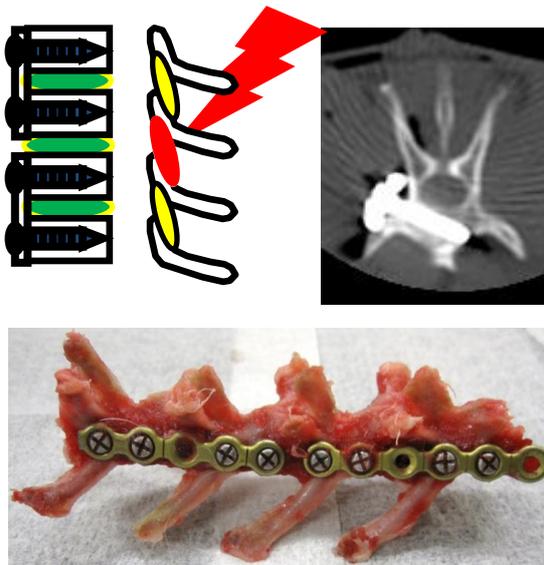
左上：シエーマ、右上：実際の固定後の CT 写真 下：実際の標本固定後の標本
